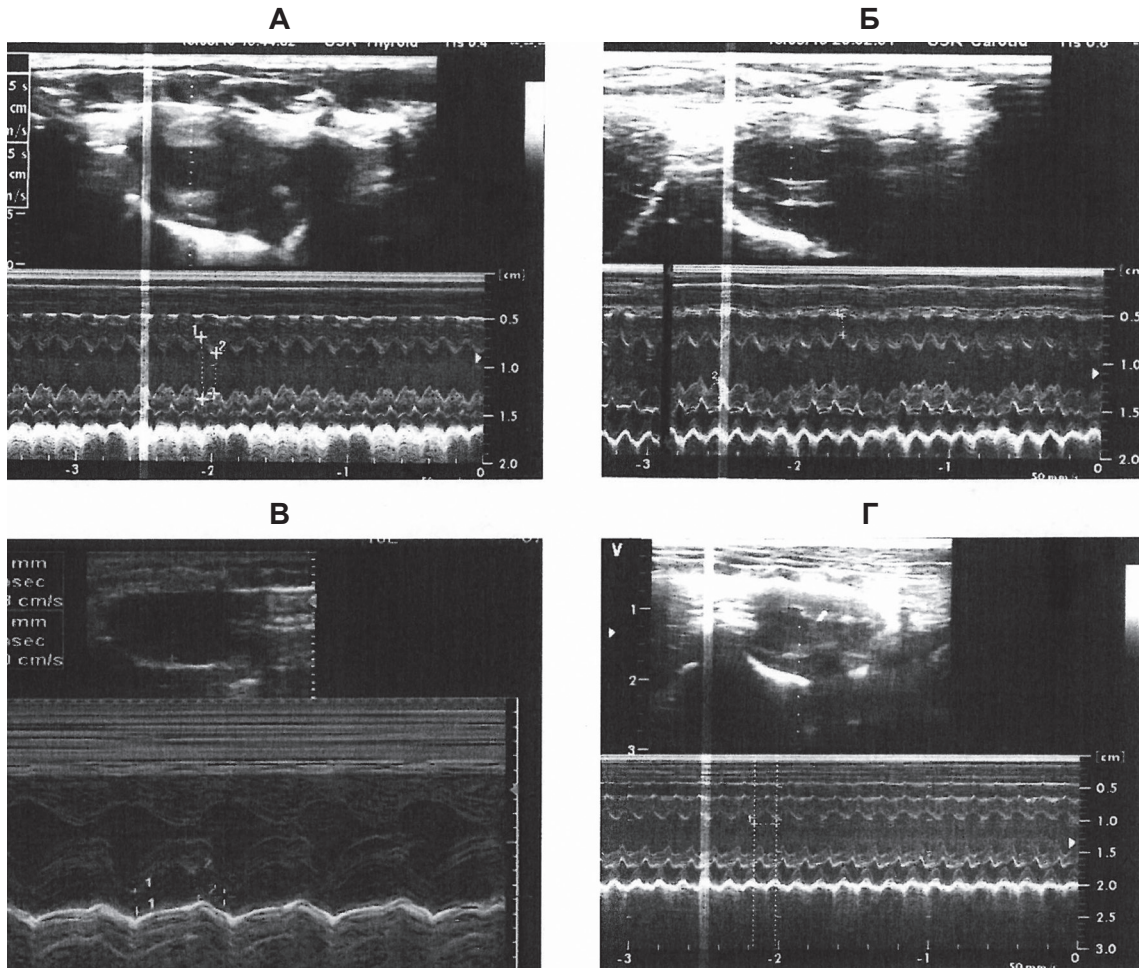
Эхокардиограмма сердца животных через год после ИЗО-ИМ: А, Б – группа ИЗО-ИМ без лечения; В, Г – группа ИЗО-ИМ+ГСПК
